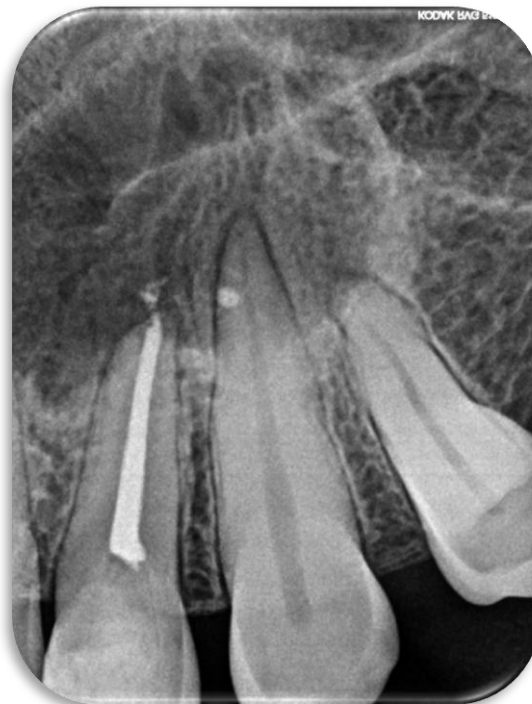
Radiografia digital- preservação de 10 meses
